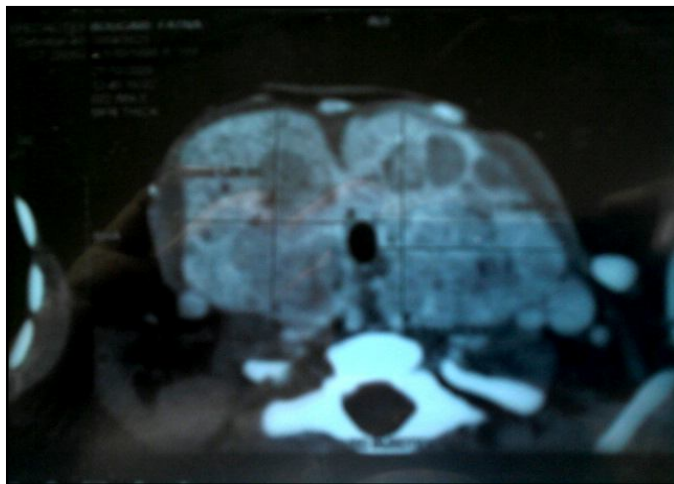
TDM cervicale du cas rapporté dans l'observation n°10, montrant un volumineux goitre hétérogène nodulaire plongeant et compressif.
